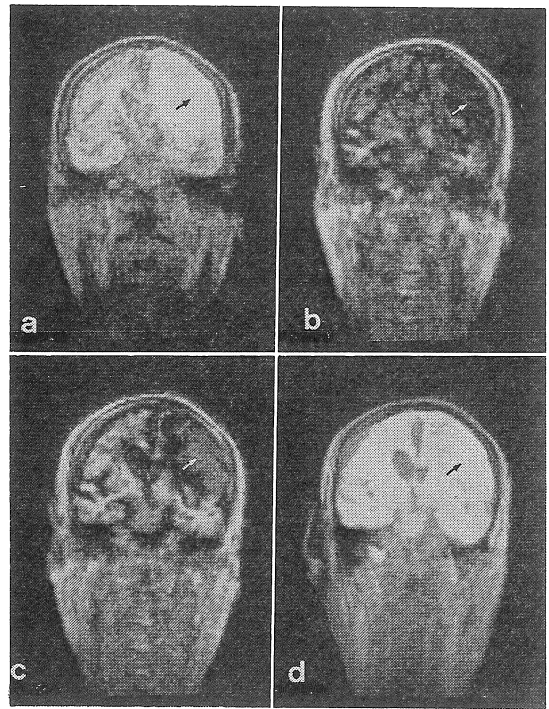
NMR-CT images in a case of convexity meningioma.
